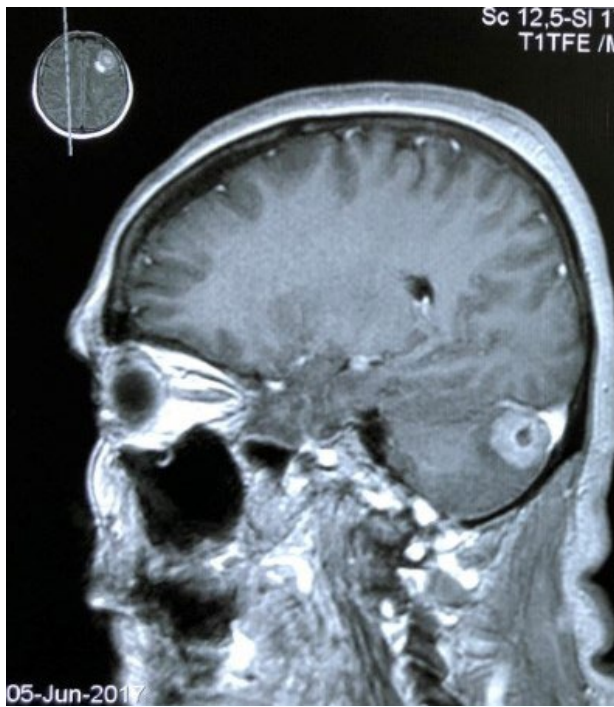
Corte sagital de IRM secuencia T1 que muestra lesión en hemisferio cerebeloso derecho.
